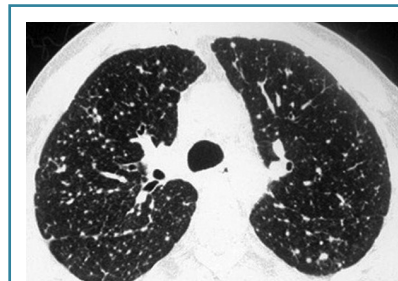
СКТ-ознаки метастазів у легені
